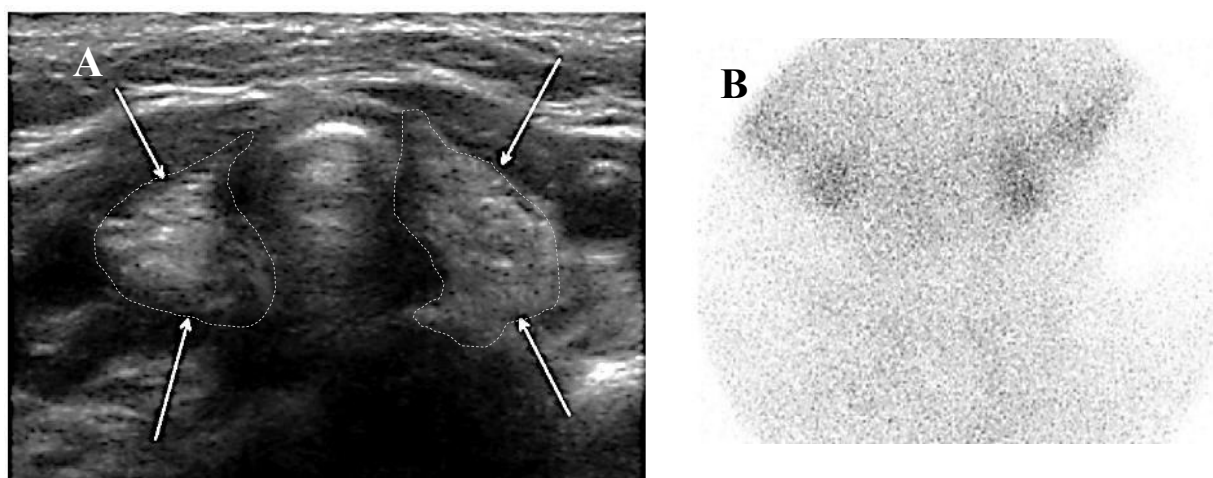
Аплазия щитовидной железы у 29-дневного мальчика. Уровень ТТГ у ребёнка составил >95 мкМЕ/мл (нормальный диапазон – 0,25–4,0 мкМЕ/мл). А. УЗИ исследование ЩЖ выявляет гиперэхогенные структуры (стрелки) по обе стороны трахеи в области щитовидной железы, что указывает на остатки ультимобранхиальных телец (ultimobranchial body). Результаты УЗИ щитовидной железы в норме приведены на рисунке выше. В. Сканирование ЩЖсТс-99m подтверждает отсутствие активности щитовидной железы, видны только фоновые мягкие ткани и слюнные железы (Hong H.S., Lee E.H., 2015)
